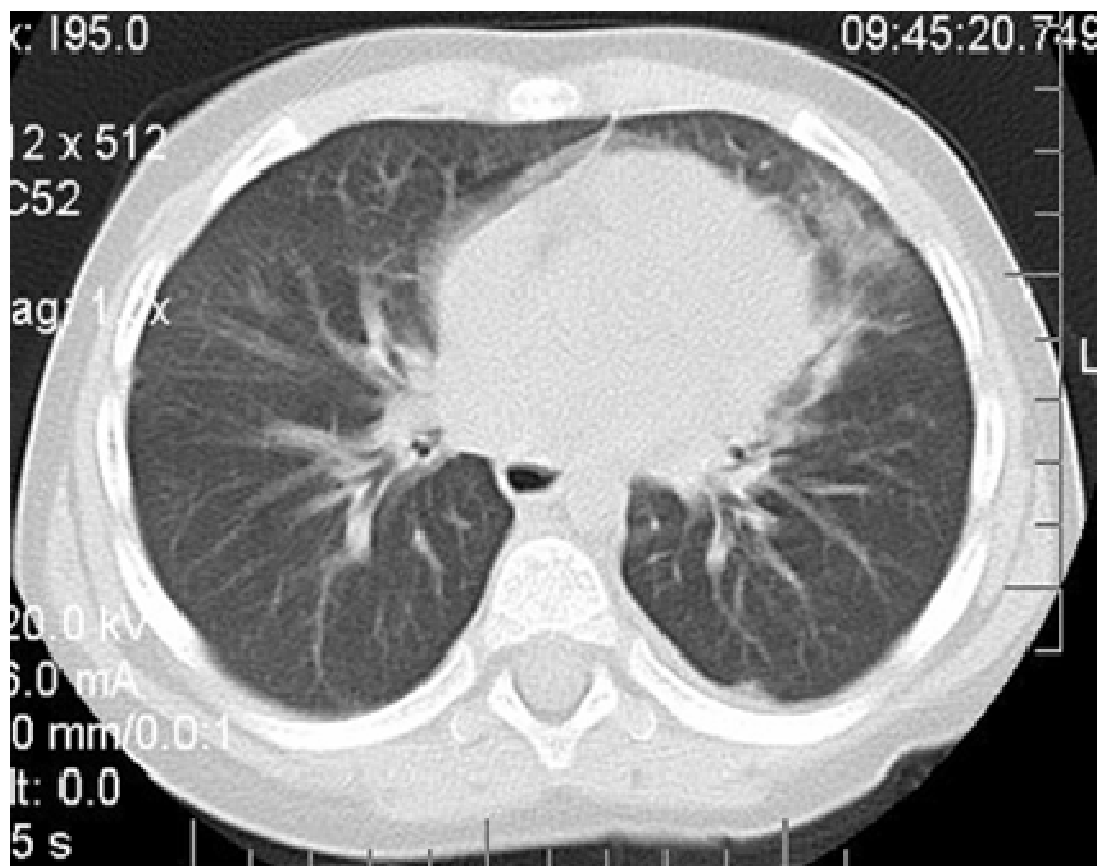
Рентгенограмма и компьютерная томограмма больной Ф., 3 лет. Признаки «матового стекла» в базальных отделах легких, усиление легочного рисунка, единичные лобулярные вздутия и рассеянные мелкие, нежные очаговые тени.
